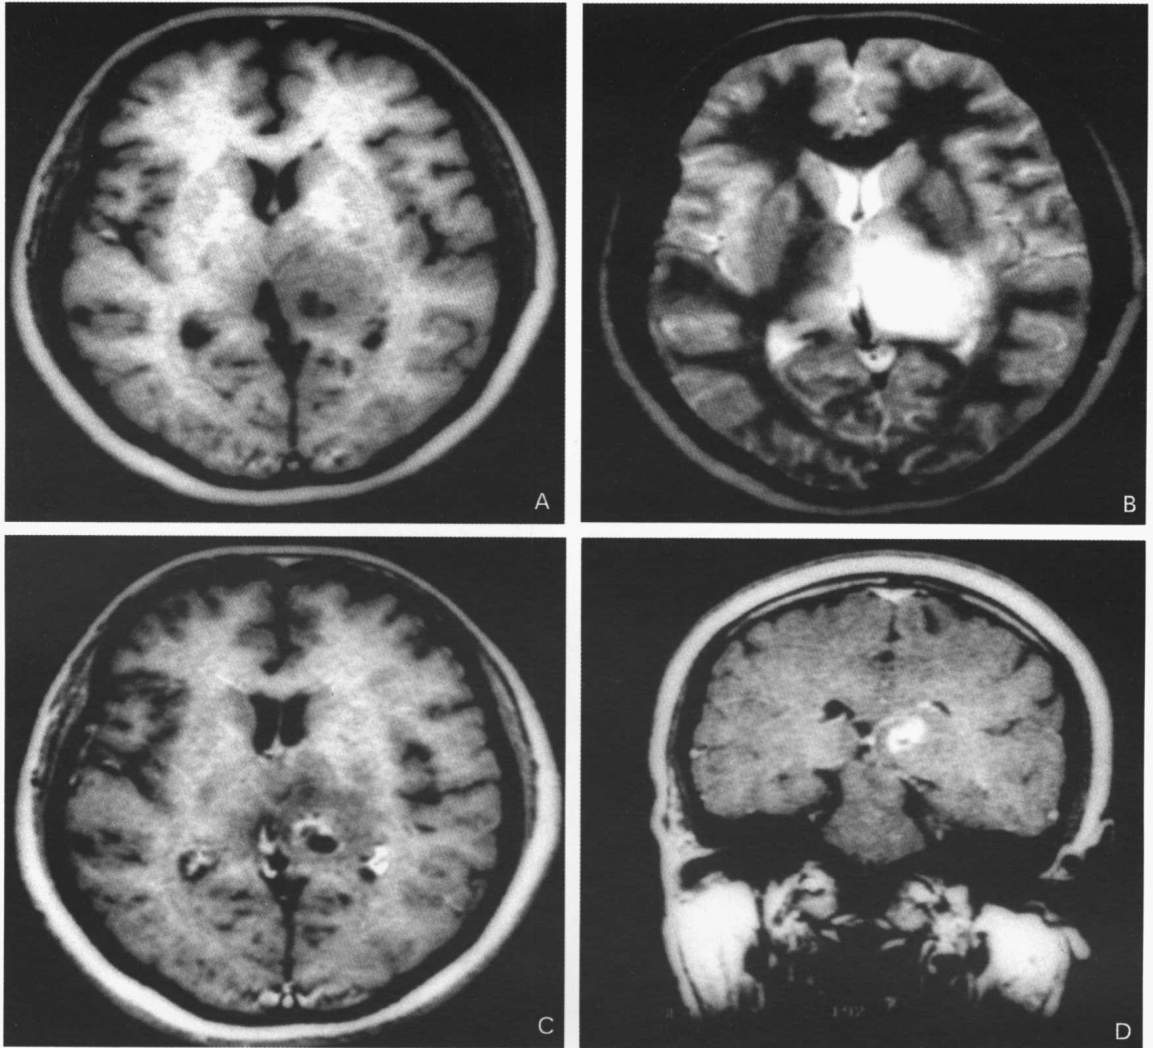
星形细胞瘤(左侧丘脑)。MRI:A. 平扫,横断位,T1加权像;B. 增强MRI. 横断位,T2加权像;C. 增强MRI. 横断位,T1加权像;D. 冠状位,T1加权像。左侧丘脑可见异常片状混杂信号影,部分囊变,周围水肿明显,左侧脑室第三脑室受压变形,增强MRI见小结节强化
